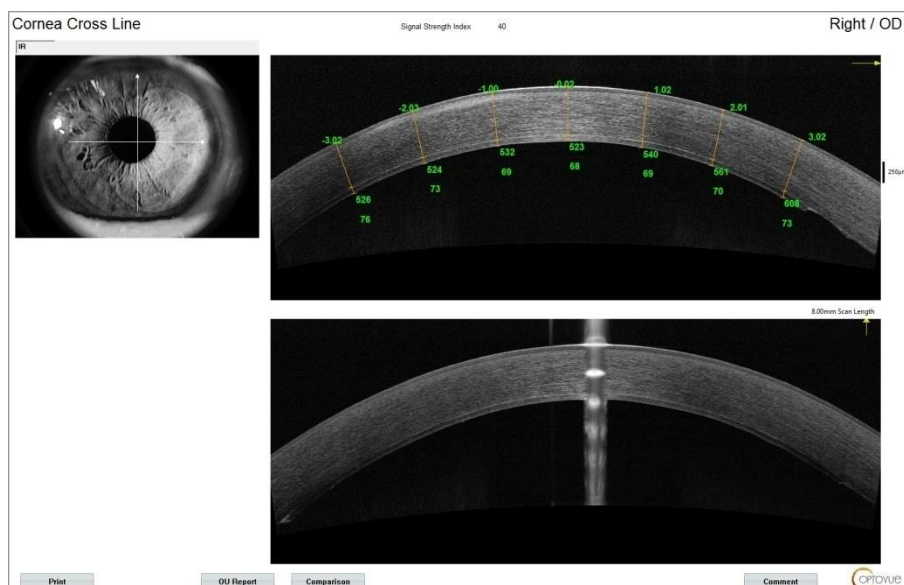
Оптическая когерентная томография глаза пациента А., 76 лет. 3 месяца после операции ФЛ-ЗПК+ФЭК+ИОЛ. Полное прилегание трансплантата, равномерная толщина выкроенного трансплантата, толщина трансплантата в центре 68 мкм
